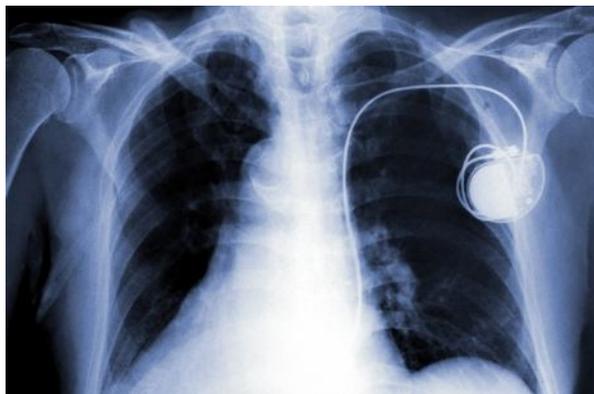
Radiographie d'un pacemaker implanté
